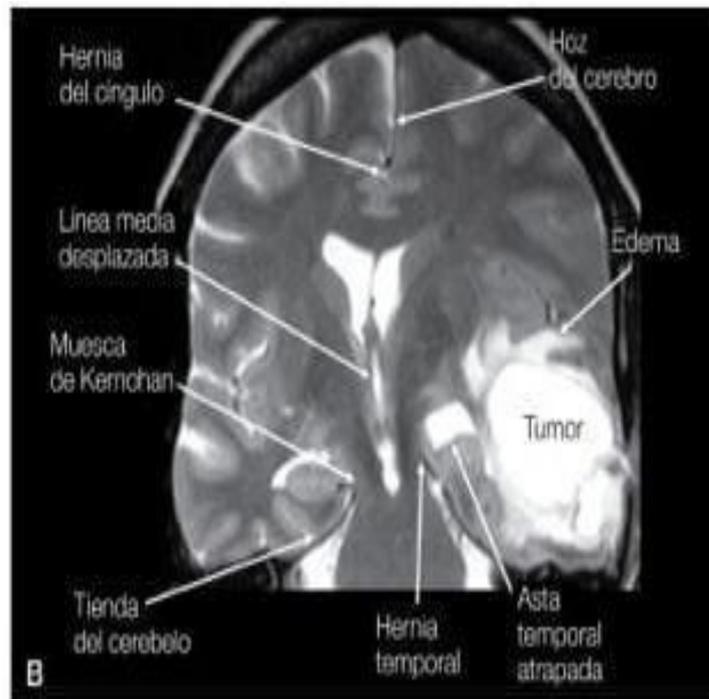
Resonancia magnética en un tumor de la fosa temporal con desplazamiento de la línea media, hernias y deformidades del tronco cerebral. Fuente: Zarranz J. Neurología. 6 ed. 2018 (3).
